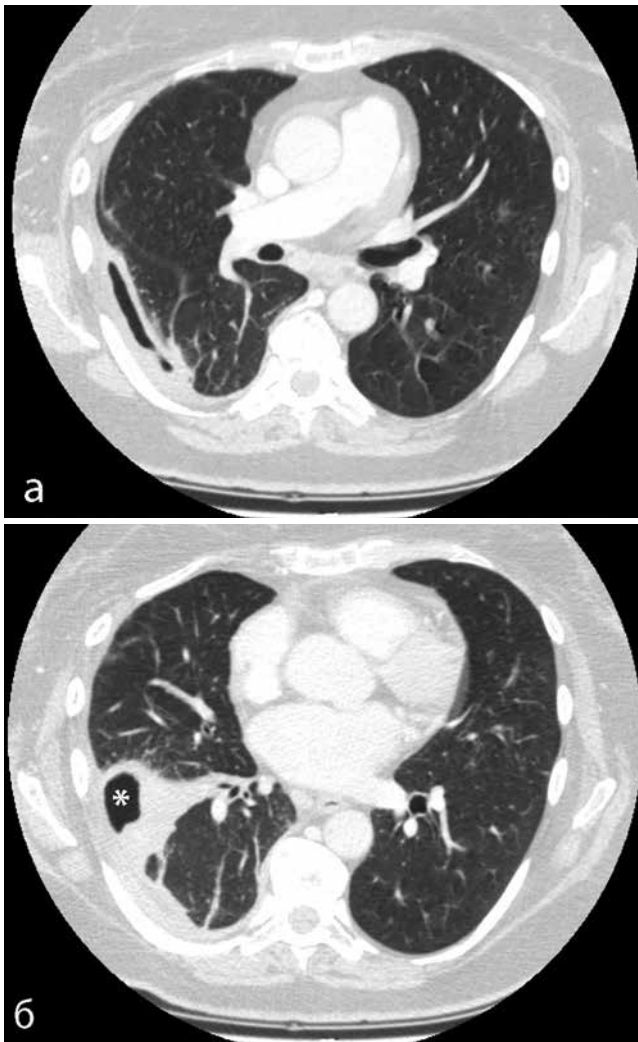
КТ ОГК № 4 с внутривенным болюсным усилением пациентки П. от 04.08.2021. а – ограниченная паракостальная эмпиема плевры (между листками плевры узкая щель, заполненная воздухом), б – полость абсцесса (*) в паренхиматозном инфильтрате, заполненная воздухом. В обоих легких повсеместно присутствуют фиброзные тяжи
